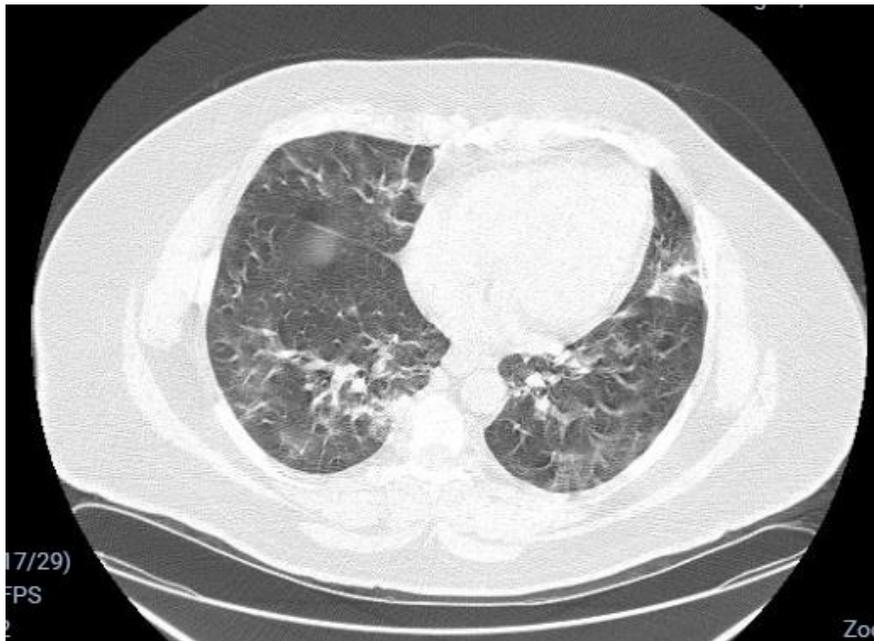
Cortes da Tomografia Computorizada da paciente GAOA
